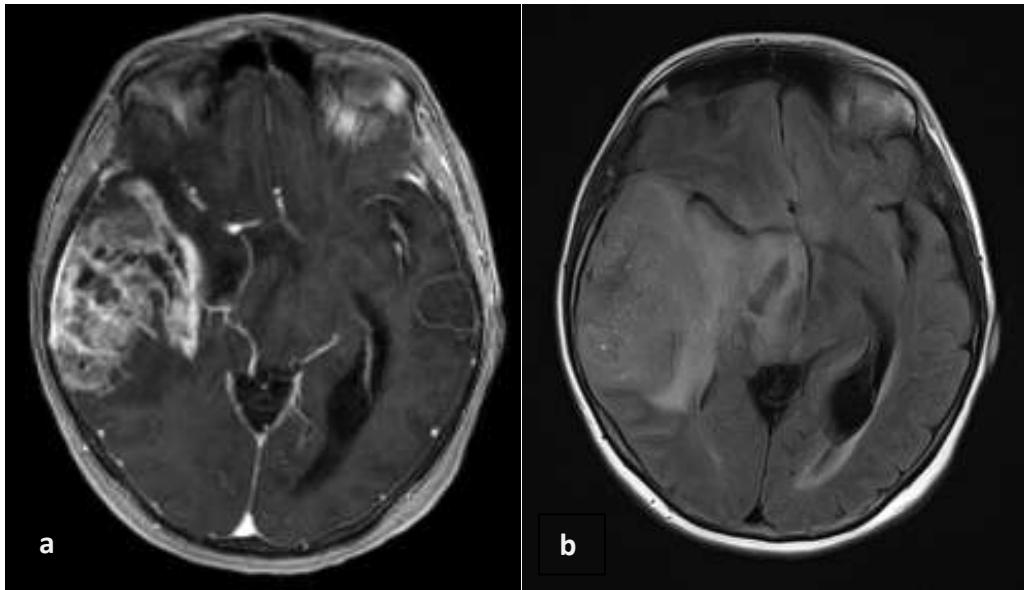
typische Erscheinung eines Glioblastoms in der MRT; a) T1-Wichtung, b) T2 FLAIR-Wichtung
